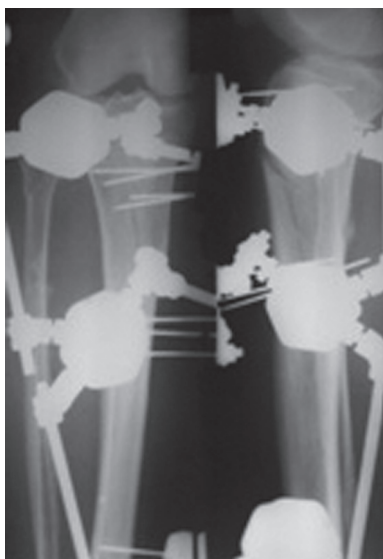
Рентгенограммы после операции. Полифасцикулярный остеосинтез
